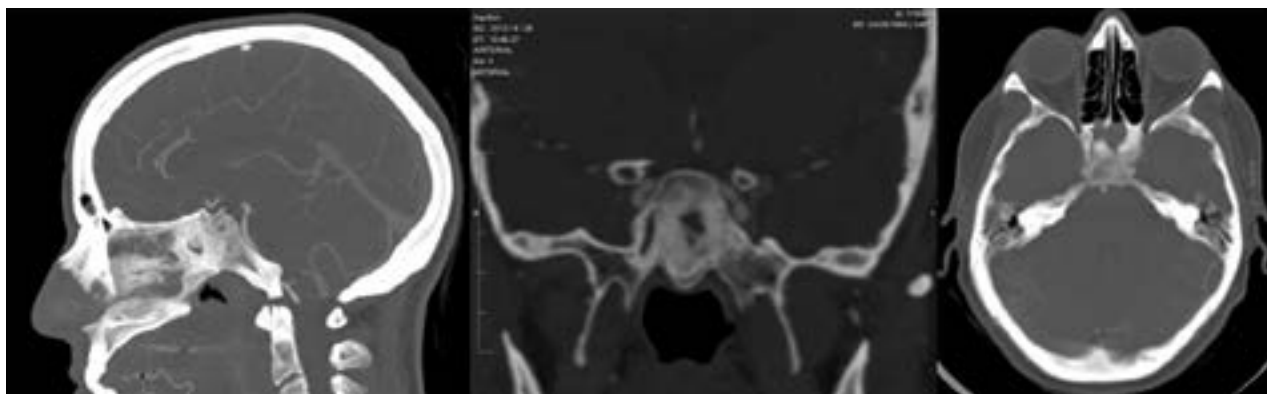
Seno esfenoidal. TC Preoperatoria.
